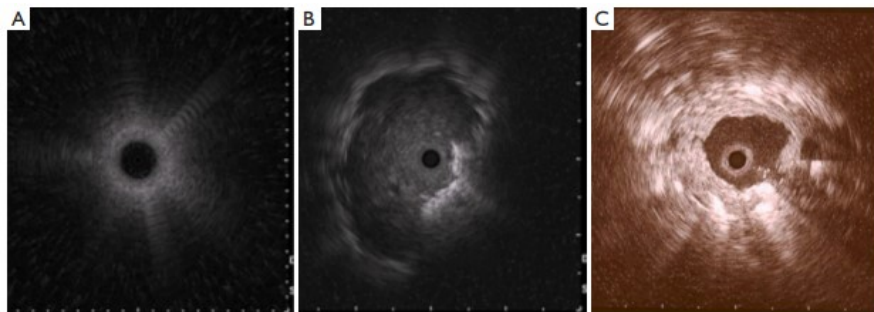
Visione con sonda ultrasonografica radiale quando collocata: nel parenchima polmonare normale con aspetto a “*snow storm*” (A); adiacente ad un nodulo con visione eccentrica (B); dentro il nodulo con visione concentrica (C)²⁷.
